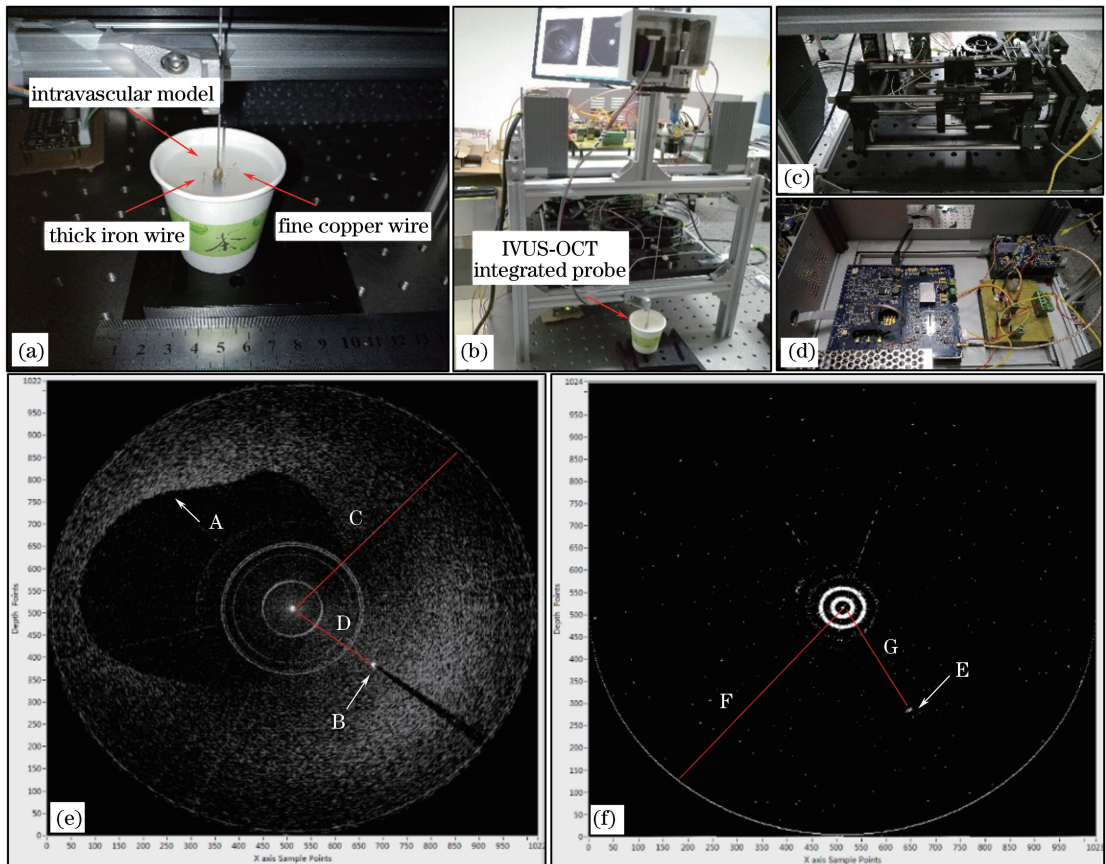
(a)待成像血管模型样品,粗铁丝和细铜丝固定在琼脂中,超声-OCT 联合探头通过一个注满水的腔进入样品的内部;
